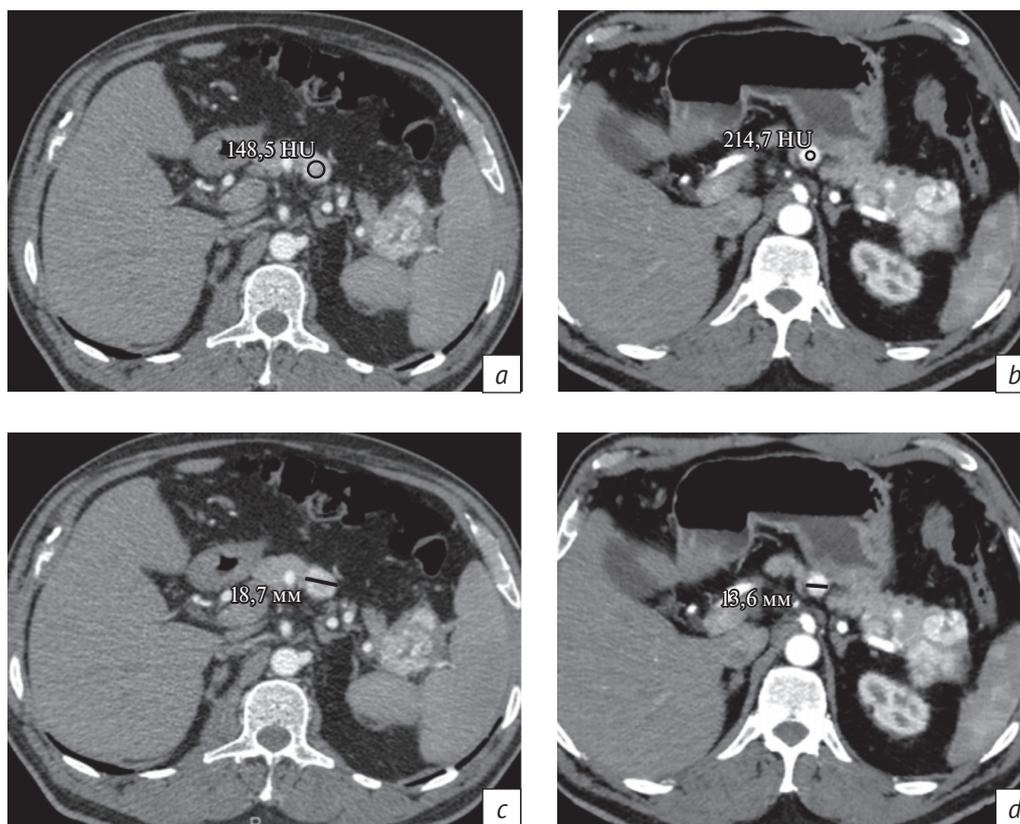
КТ брюшной полости пациента К., аксиальные срезы, до лечения интерфероном- $\alpha$  (а, с) и через 3 мес после иммунотерапии (b, d). Плотность метастаза рака почки в теле поджелудочной железы увеличилась с 148,5 до 214,7 ед. X. Наибольший размер уменьшился с 18,7 до 13,6 мм. По критериям RECIST 1.1 картина соответствует частичному ответу, по критериям Choi, mChoi и SACT – прогрессированию. HU – Hounsfield unit (ед. X).
